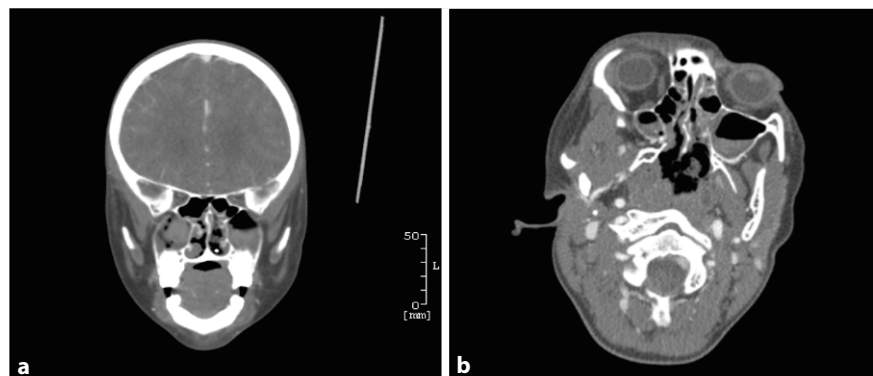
▲ cCT (craniale Computertomographie) mit Kontrastmittel. a Koronar: Spiegelbildung im Sinus maxillaris. Hämatosinus in den Nasennebenhöhlen mit Tamponade links, b transversal: kein Hinweis auf eine Fraktur, Gefäßmalformationen, einen Fremdkörper oder ein malignes Geschehen
